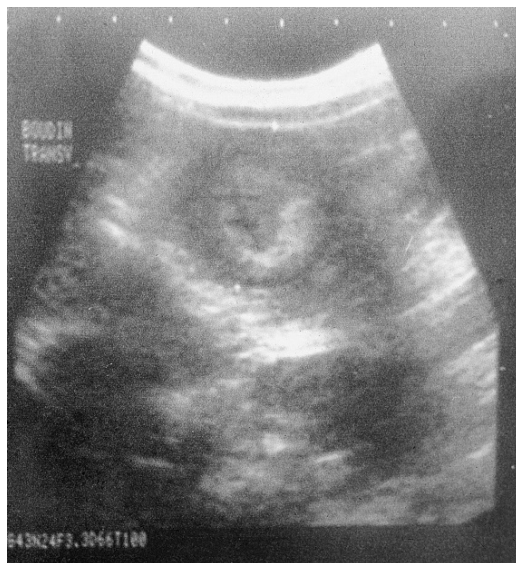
Échographie abdominale : image en « cocarde » chez un garçon de deux ans.
